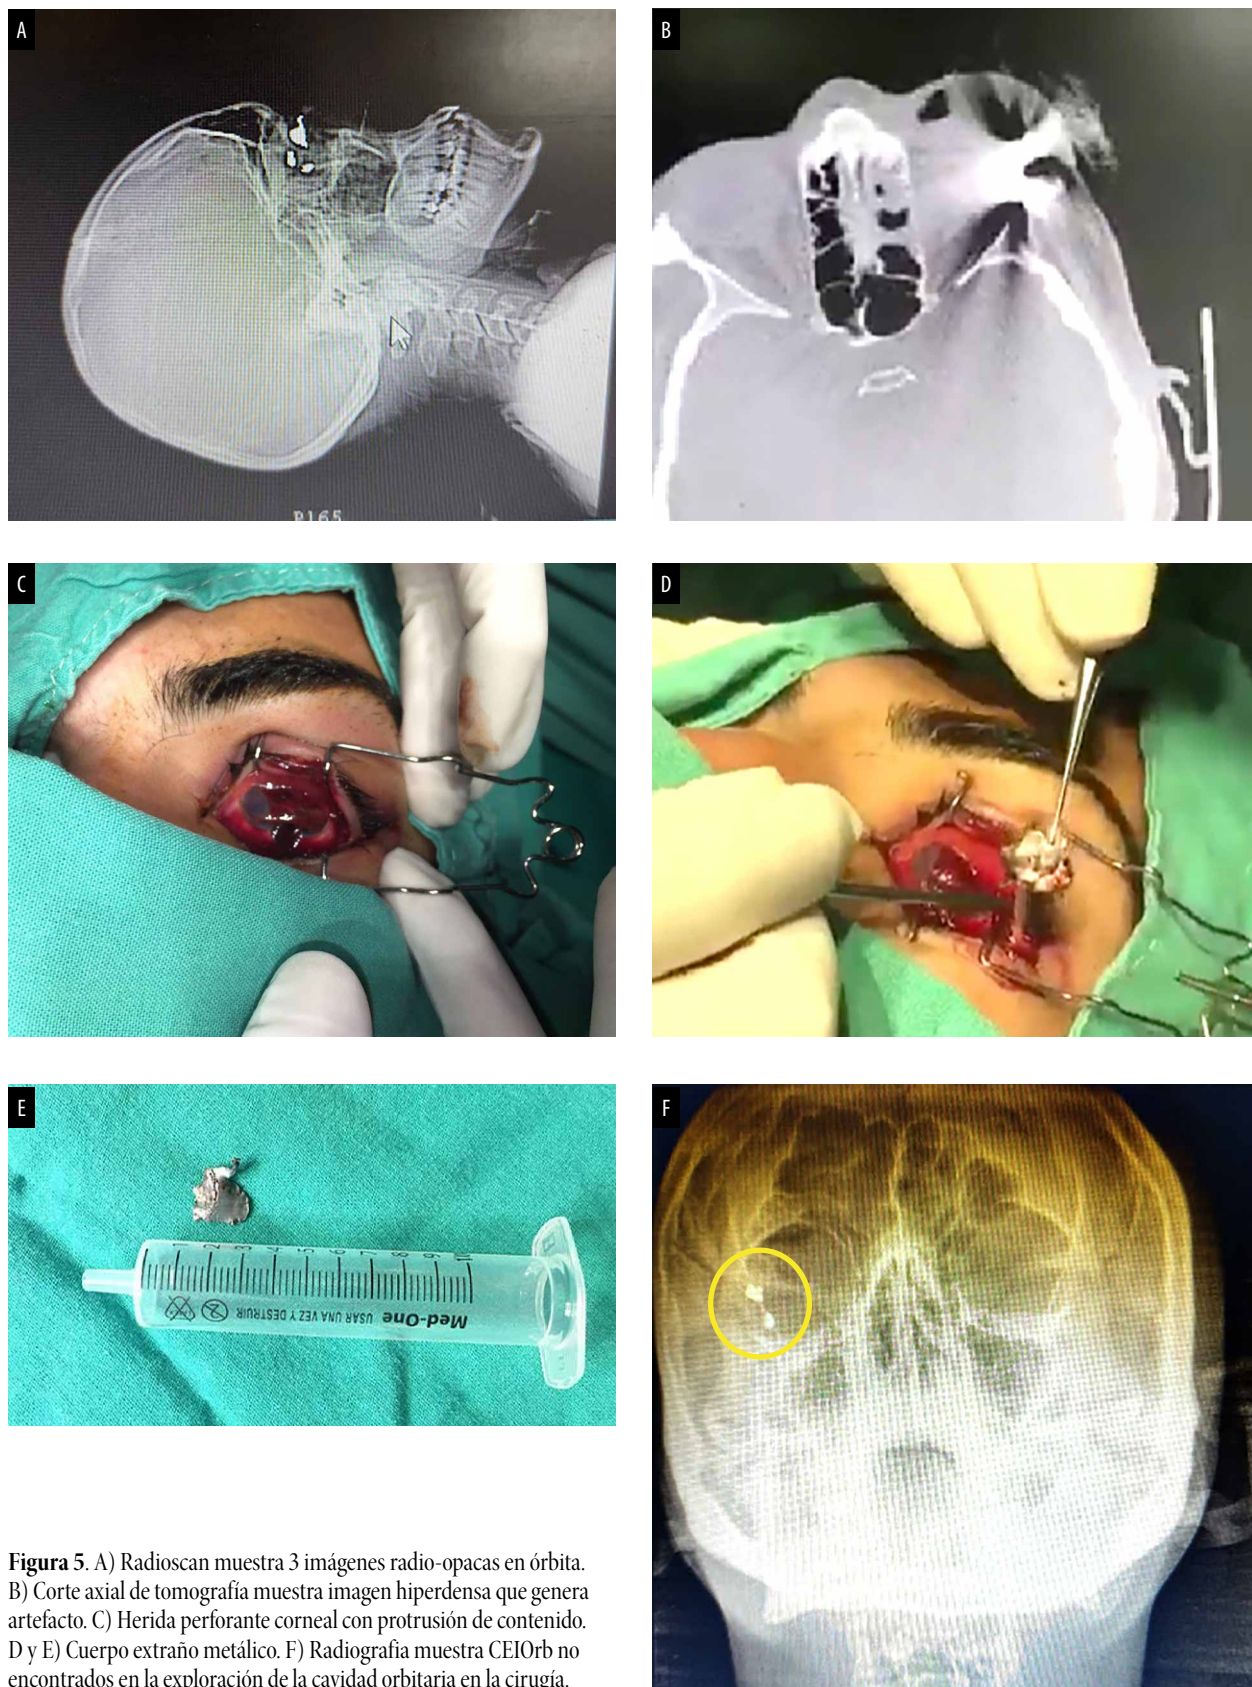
A) Radioscán muestra 3 imágenes radio-opacas en órbita. B) Corte axial de tomografía muestra imagen hiperdensa que genera artefacto. C) Herida perforante corneal con protrusión de contenido. D y E) Cuerpo extraño metálico. F) Radiografía muestra CEIOrb no encontrados en la exploración de la cavidad orbitaria en la cirugía.
